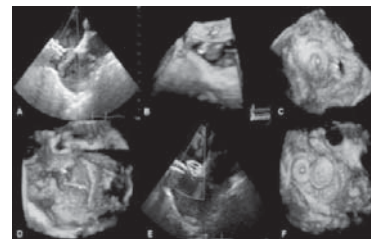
Two dimensional transesophageal echocardiography (TEE) showing second atrial septal defect near the closure device (A), three-dimensional (3D) colour Doppler and zoom modality TEE demonstrating the defect near the closure device (B,C), 3D zoom modality TEE showing the catheter in the defect (D) and 2D and 3D zoom
